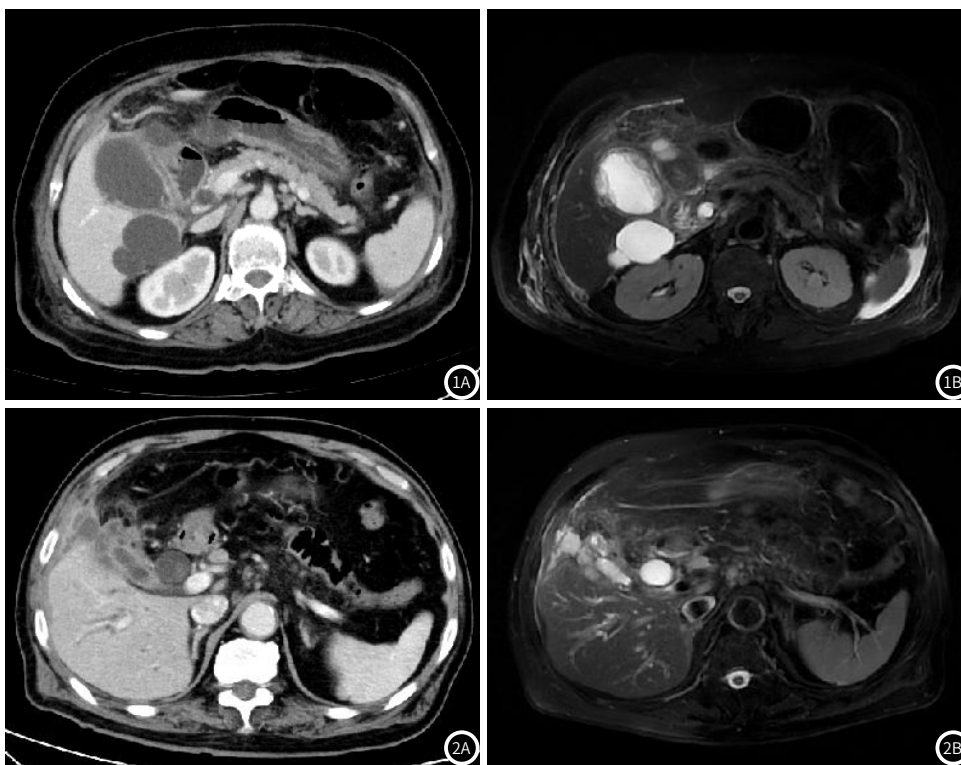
CT(图1A)示胆囊增大, 壁增厚, 增厚囊壁内低密度无强化区; MRI(图1B)示胆囊壁明显不均匀增厚, 其内可见T2WI稍高信号的肉芽肿。
